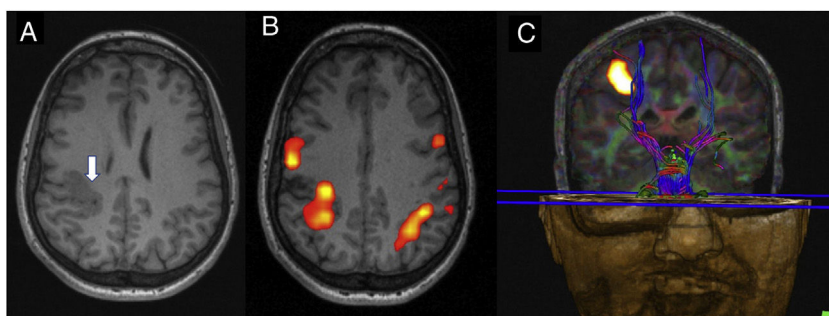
Malformación del desarrollo cortical (MDC) localizada en la región perirrolándica derecha. A) T1 axial que muestra un engrosamiento irregular del córtex en dicha región (flecha). B) Resonancia magnética (RM) funcional motora con movimiento complejo de los dedos de la mano izquierda que muestra activación en el área displásica, aunque también hay activación contralateral. Se observa una activación bilateral de las áreas motoras primarias. Al tratarse de una MDC localizada en el área motora primaria, se podría hipotetizar que para poder realizar la tarea requiere de más contribución cortical ipsilateral, ya que probablemente la función motora en el córtex displásico no es tan efectiva. La activación ipsilateral al movimiento de la mano se puede encontrar en casos en que la tarea sea compleja, se haya realizado con alta frecuencia y si se realiza con la mano no dominante. Esta activación bilateral se cree que proviene o bien por la existencia de fibras de proyección no cruzadas unilaterales o bien por conexiones inter-hemisféricas transcallosas. C) Fusión de RM funcional motora de mano izquierda y tractografía con imagen con tensores de difusión que muestra el desplazamiento medial de la vía piramidal adyacente a la displasia que mantiene la función elocuente motora.
